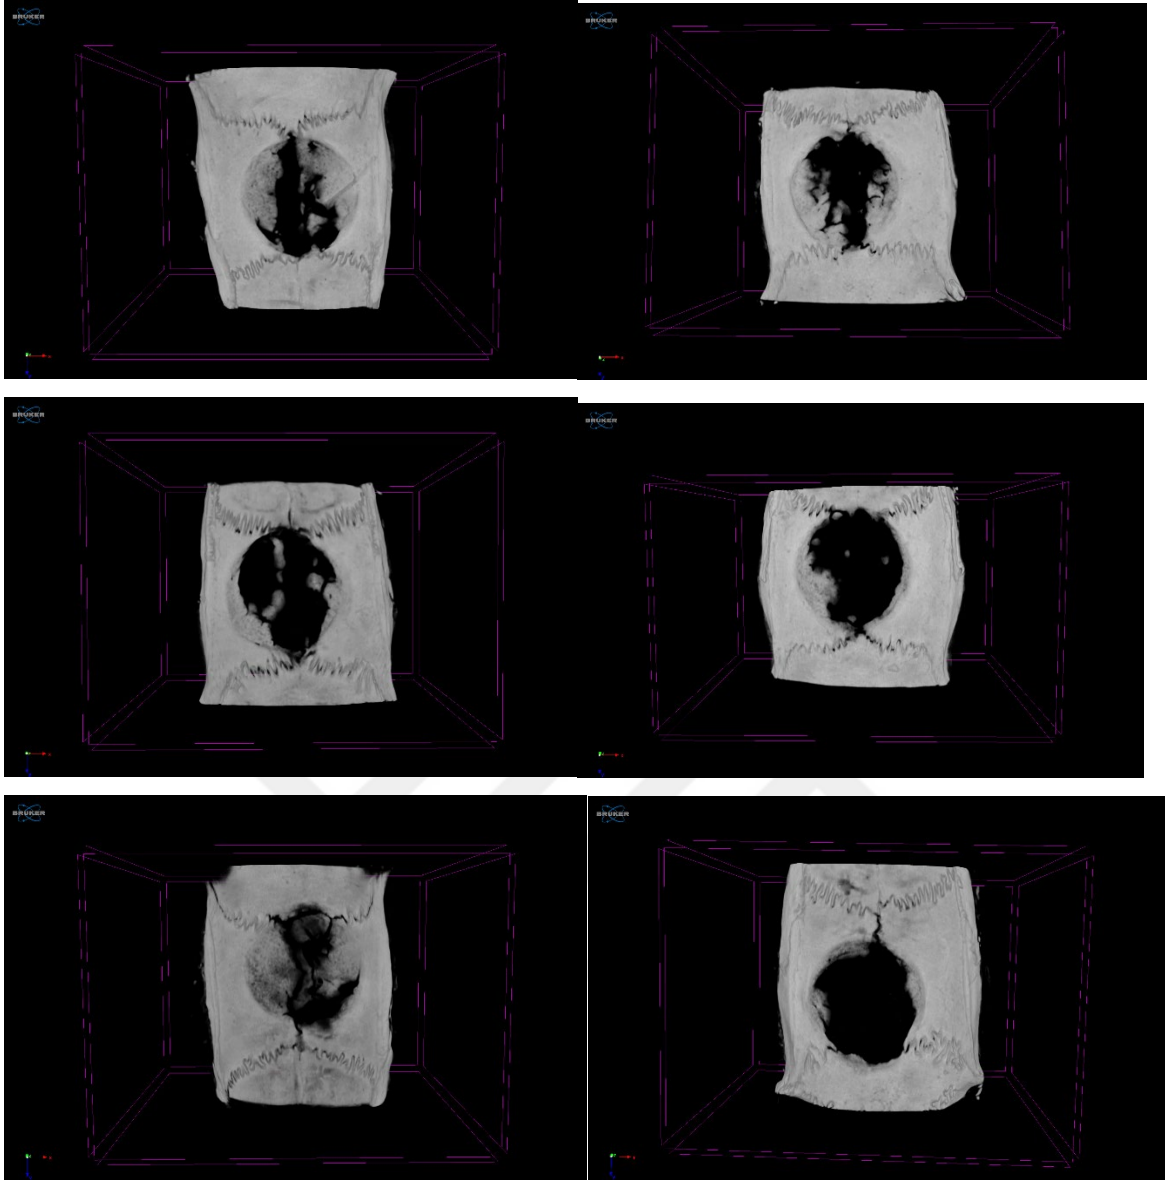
1.Grubun μ BT analizleri. (Resimler soldan sağa doğru sırayla 1-2, 3-4, 5-6 nolu sıçanlara ait yeni kemik dokusu gelişimini göstermektedir)
